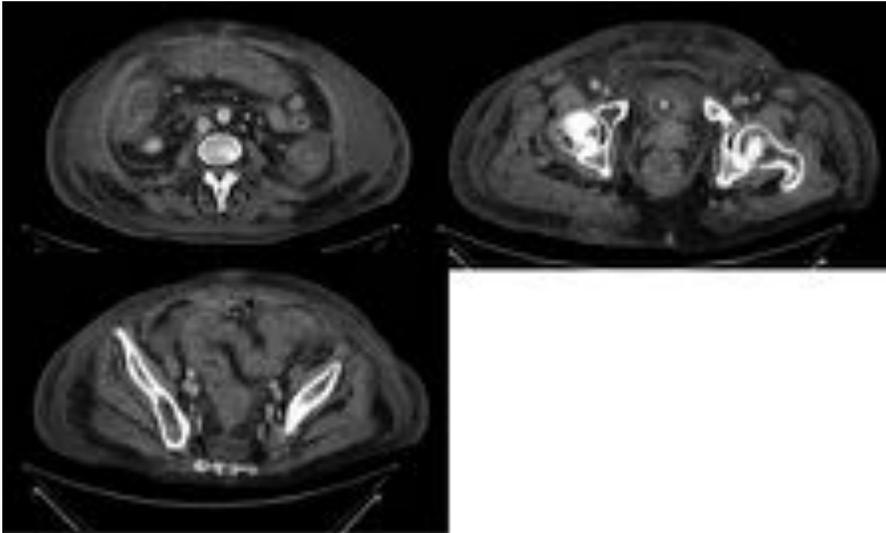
TC abdomino-pélvico con civ: engrosamiento y realce parietal de todo el colon, con rarefacción de la grasa adyacente, moderada cantidad de líquido libre y edema de tejido celular subcutáneo. Hallagos en relación con relación con Pancolitis grave
